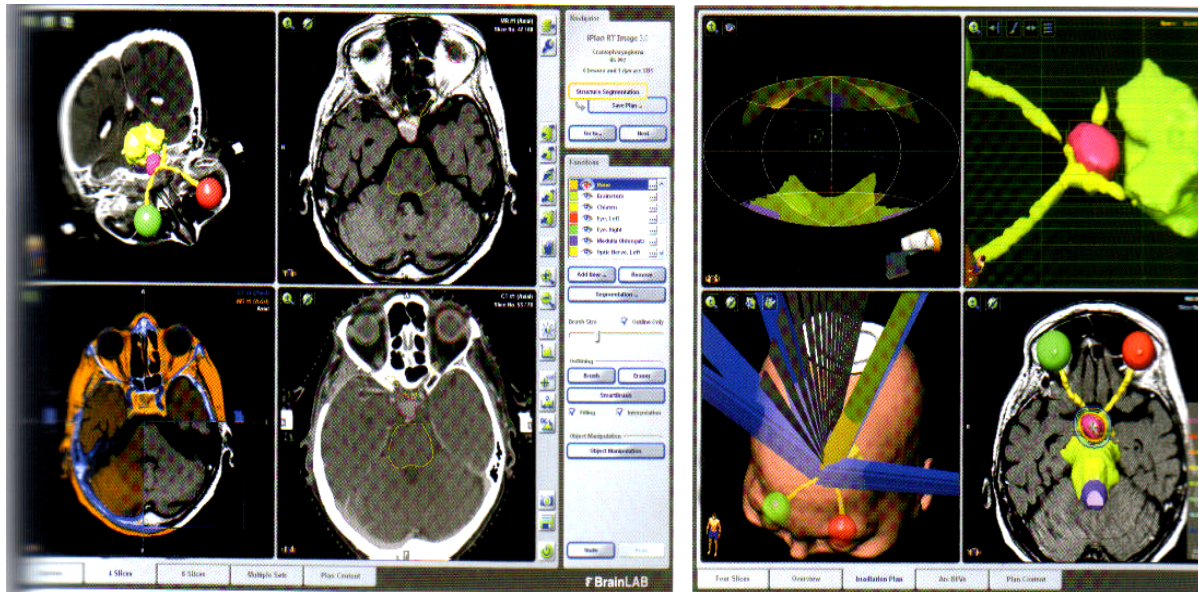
Reconstruction tridimensionnelle du crâne du patient à partir de l'IRM volumique.
